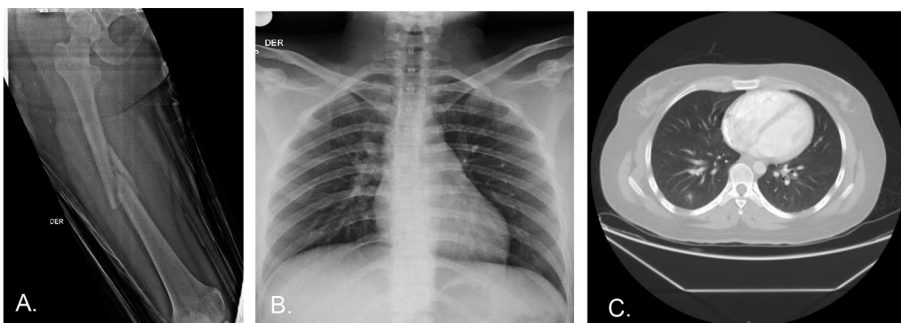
A. Fractura diafisaria de fémur derecho, B. Radiografía anteroposterior de tórax normal, C. Tomografía computada de tórax normal.
